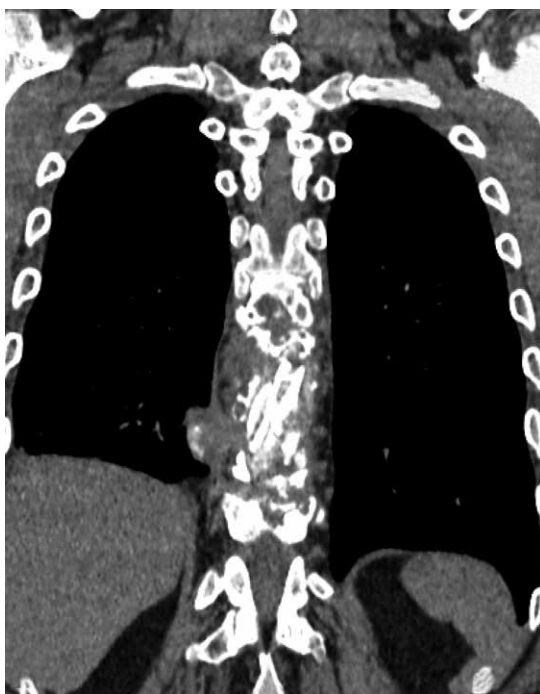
Компьютерная томограмма позвоночника при поступлении в СПб НИИФ. Прогрессирование туберкулезного спондилита
